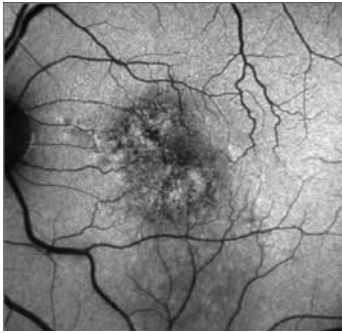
Flöresein ve indosiyenin yeşili anjiyografide klasik KNV'ye bağlı hipootofloresans
